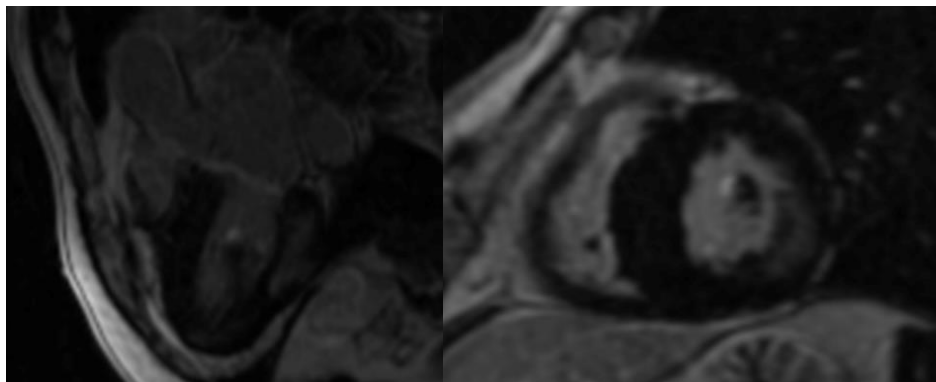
Ressonância magnética cardíaca realizada em 2015, revelando realce tardio na parede inferolateral e no músculo papilar anterolateral, em eixo-longo de três câmaras modificado (esquerda) e eixo curto médio (direita)
